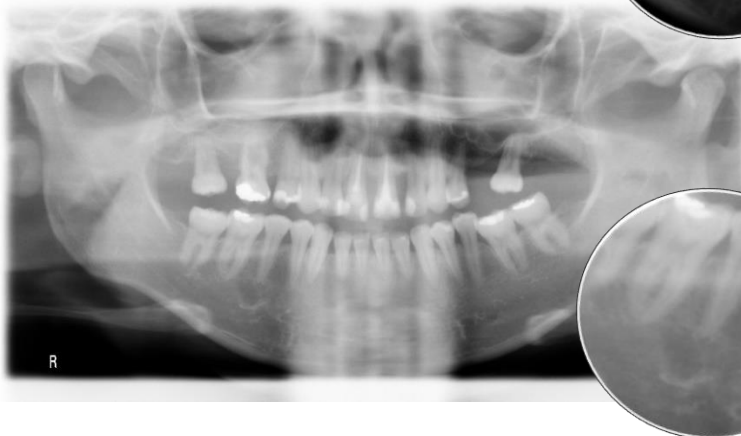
Ortopantomografia de odontoma composto (imagem pós-operatória). Foi realizada biópsia excisional do tumor.
